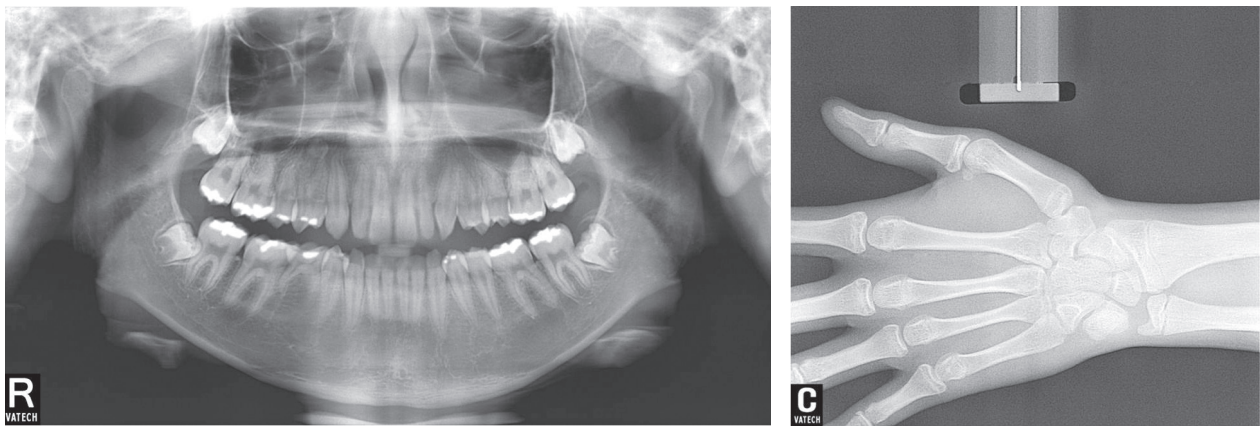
Panorama and hand-wrist radiographs before treatment.
